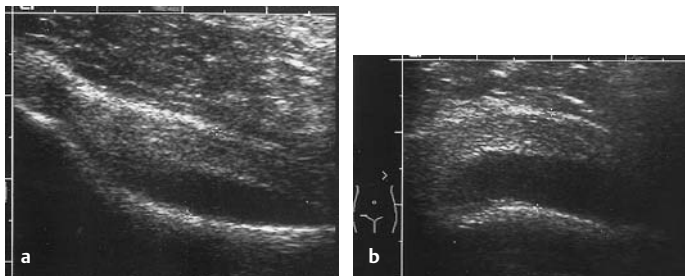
u. b Echofreier Erguss bei exsudativer Coxitis: Sonographisch konvexbogene Verbreiterung der Gelenkkapsel. a Längsschnitt, b Querschnitt
